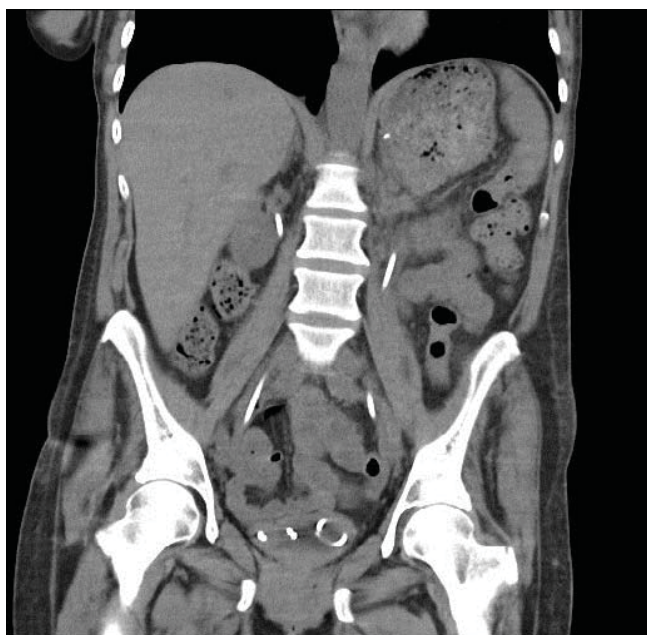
МСКТ почек, нативная фаза. В мочеточниках стенты, конкременты удалены в полном объеме
